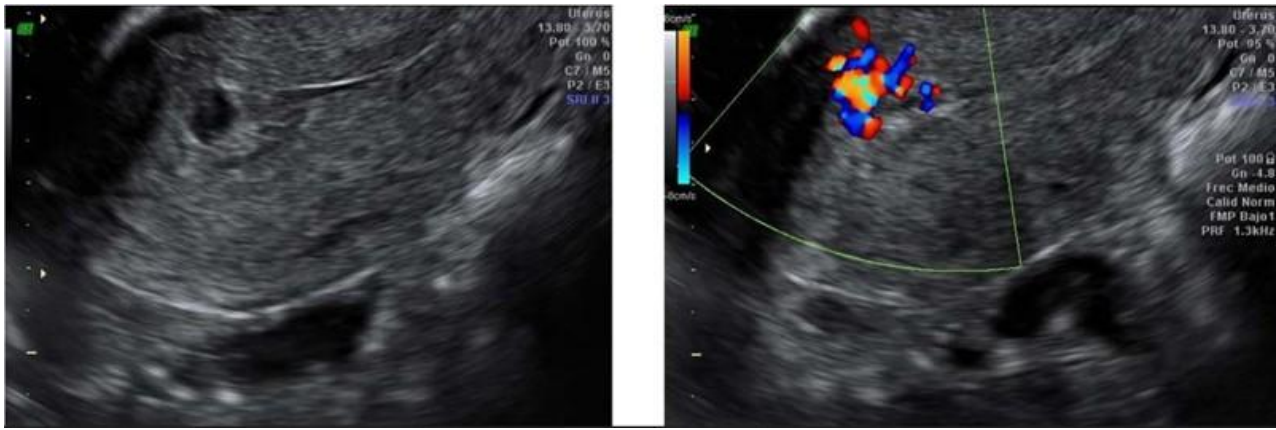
Ecografía transvaginal, donde se visualiza ovillo vascular con aspecto econegativo en el espesor del miometrio en modo B y con marcada vascularización con el Doppler. Sugestivo de MAV uterina
